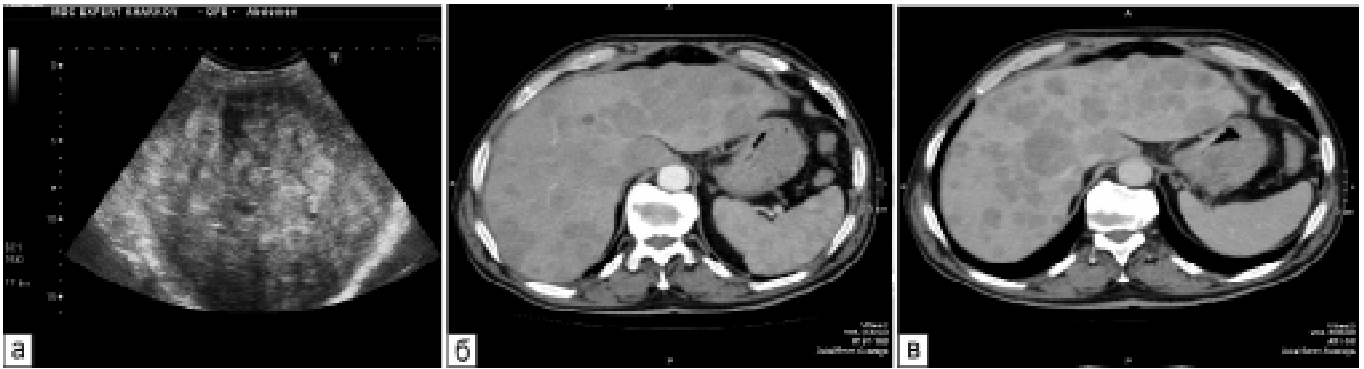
Пацієнтка Н., 48 років: а — УЗД. Множинні гіперехогенні метастази у печінку з раку яєчників; б — КТ з контрастним підсиленням, аксіальна проекція, артеріальна фаза. Множинні гіподенсивні метастази у печінку з раку яєчників; в — КТ з контрастним підсиленням, аксіальна проекція, венозна фаза. Множинні метастази у печінку з раку яєчників
